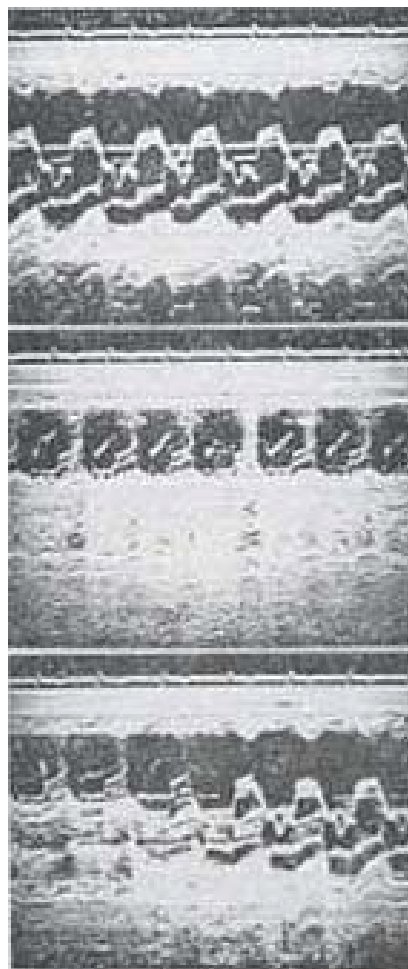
Ecocardiograma pré-operatório do caso 8. (Vide texto)
